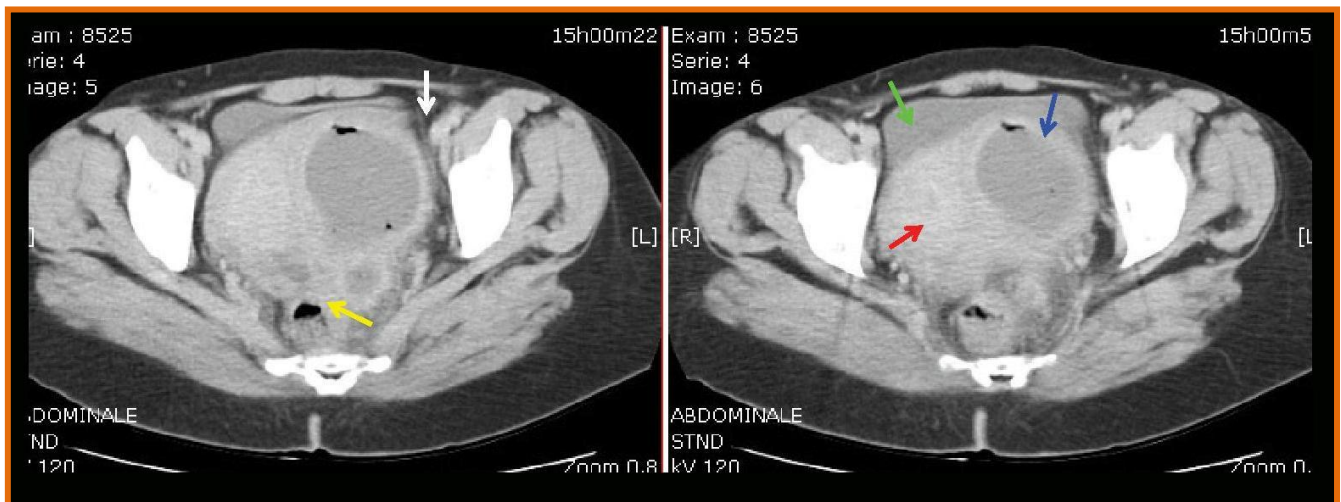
TDM pelvienne en coupes axiales avec injection de produit de contraste objectivant le rehaussement de la paroi de la masse (flèche bleue), le contact intime avec le rectum (flèche jaune), le refoulement de la vessie (flèche verte) ; de l'utérus (flèche rouge) et l'infiltration de la graisse de voisinage (flèche blanche) (136)
